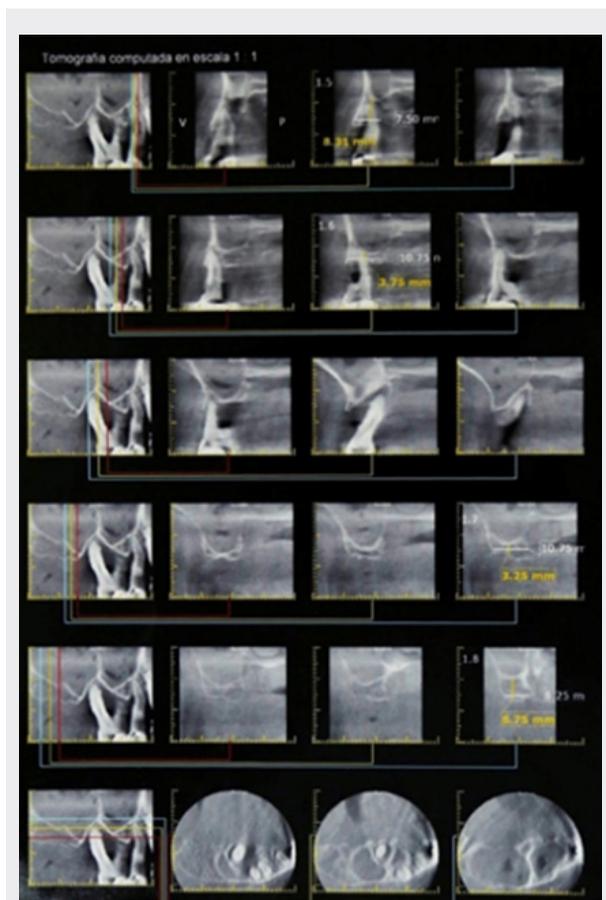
TOMOGRAFÍA DEL CASO.
